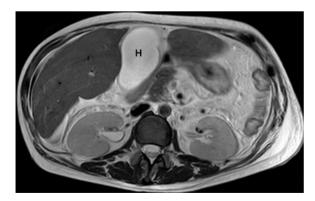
39-jährige Patientin mit Gallenblasenhydrops bei Leberzirrhose. Kein Nachweis von Konkrementen in der transversalen MRT-Schicht in T2-Wichtung bei deutlich hydroptischer Gallenblase (*H*). Erhöhte Signalintensität in der mit dargestellten Leber
